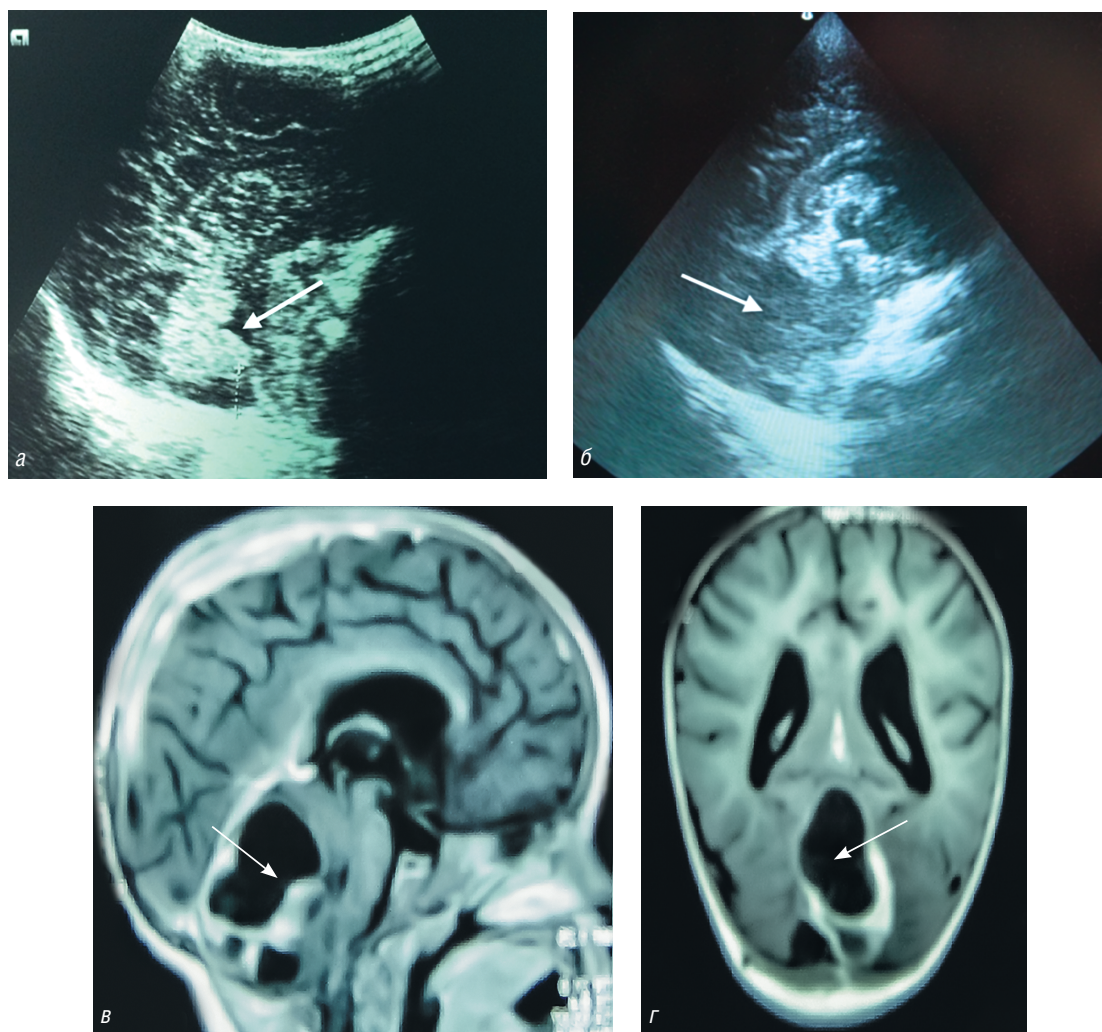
Особенности нейровизуализации при обследовании мальчика С.П., 1 год 10 месяцев: *а* — нормальное изображение червя мозжечка и IV желудочка (указан стрелкой) при срединно-сагиттальном сканировании (S_0) через точку Bregma; *б* — особенности изображения при срединно-сагиттальном сканировании (S_0) через точку Bregma (выраженное нарушение эхо-архитектоники червя мозжечка и IV желудочка; опухоль червя мозжечка указана стрелкой); *в, г* — фрагменты МРТ головного мозга (больших размеров кистозная опухоль червя мозжечка, указана стрелкой)
